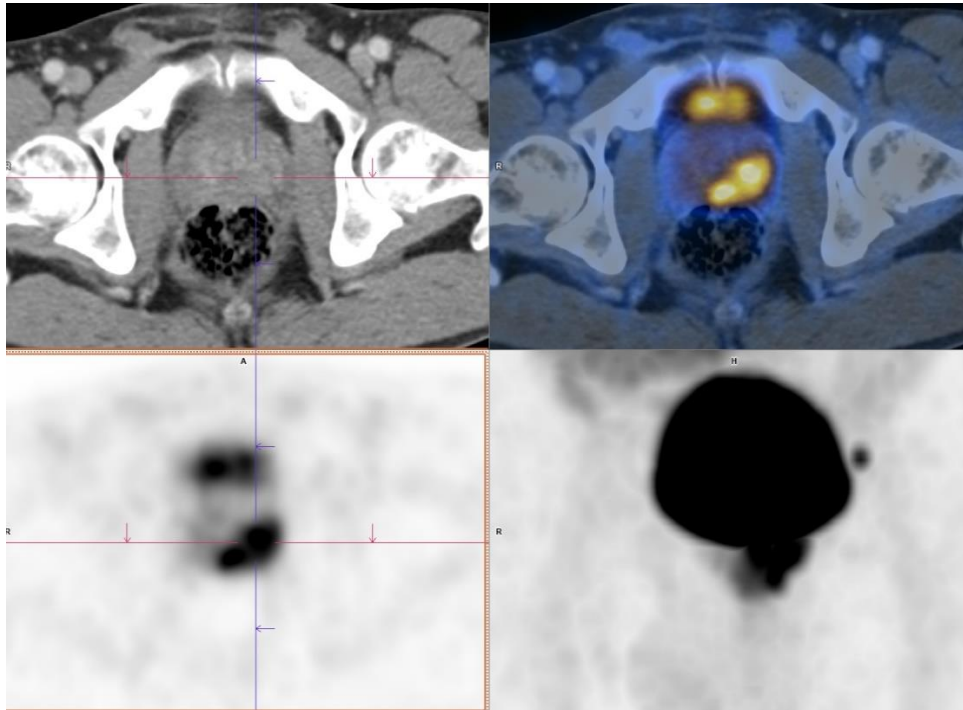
Estudio PET/CT 68 Ga-PSMA, lesión prostática.
